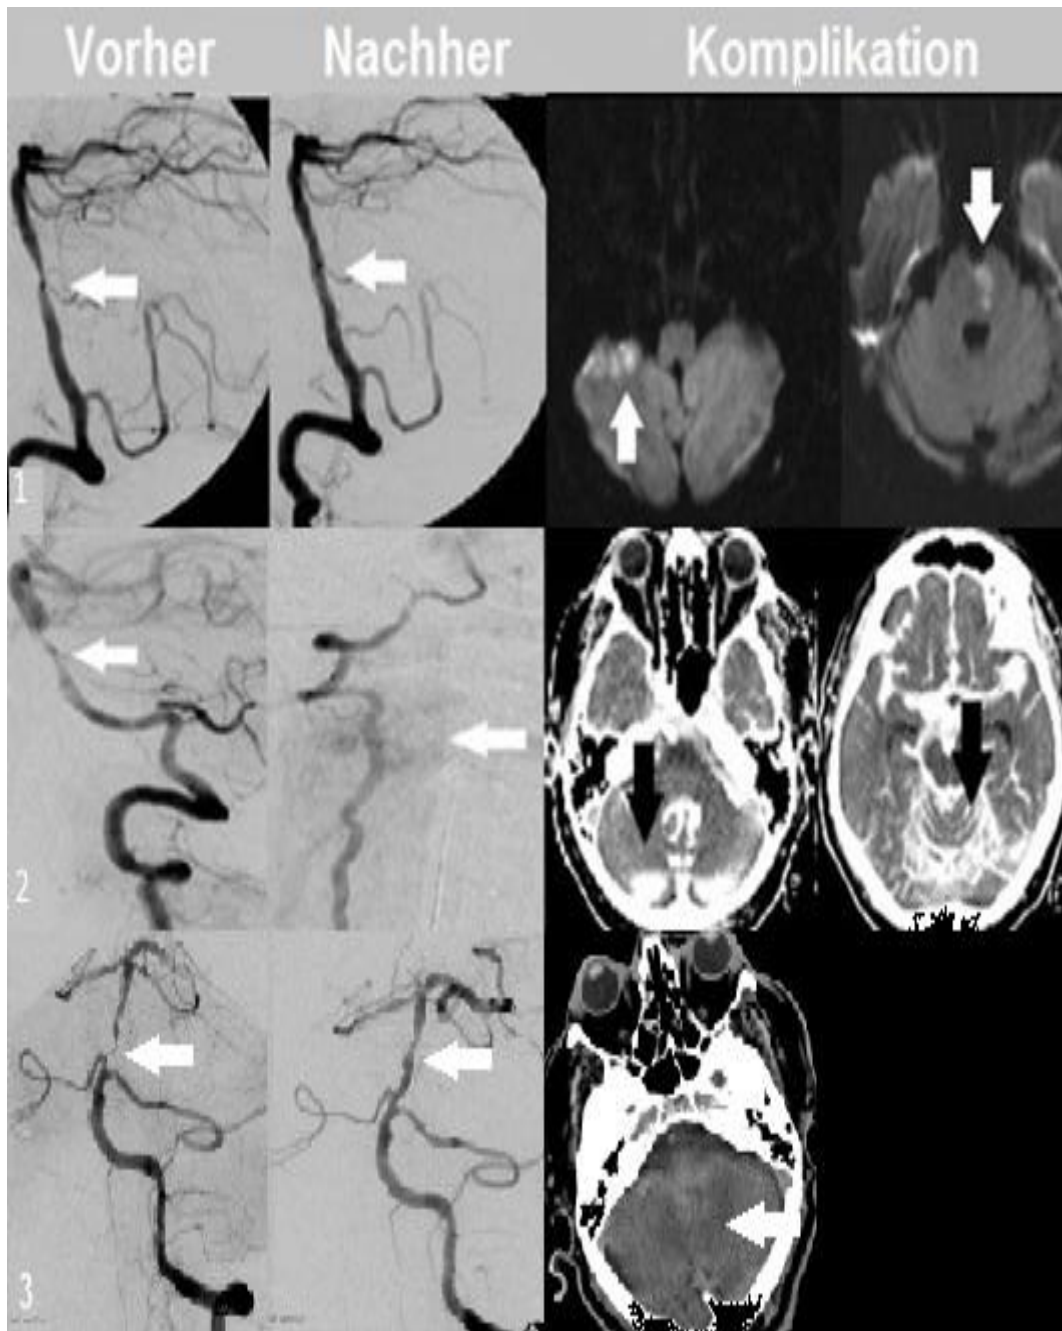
Akute Komplikationen nach Intervention. Interventionelle Angiografie zeigt die betroffenen Gefäße vor und nach Stentung, sowie die CT und MRT-Bilder mit den morphologischen Korrelaten des neu aufgetretenen neurologischen Defizits.
